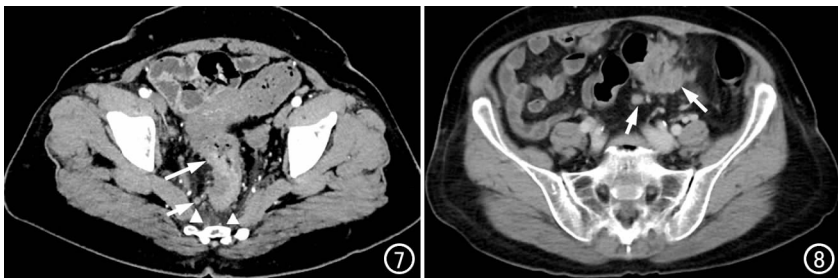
患者,男,68 岁,直肠癌旁淋巴结转移。下腹部横轴面 CT 增强图像,显示直肠壁不规则增厚(长箭),邻近可见多个类圆形小结节灶(短箭),边缘尚清,轻度强化。图 8 患者,男,72 岁,乙状结肠癌旁淋巴结转移,乙状结肠不规则增厚(长箭)。盆腔横轴面增强图像,显示乙状结肠附近有 1 个的类圆形结节(短箭),边缘尚清,有轻度强化。
